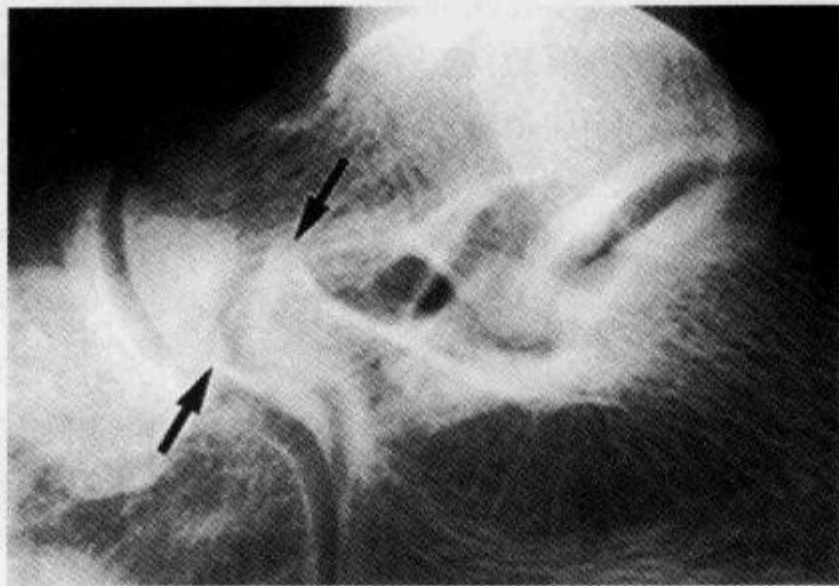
足部侧位 X 线平片示“象鼻征”
